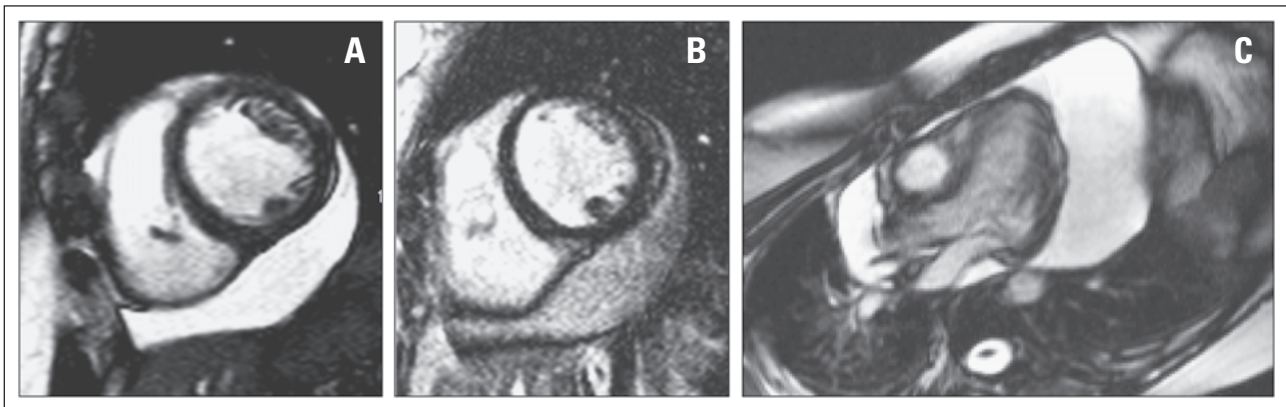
Kardiale Magnetresonanztomographie (A): Großer Erguss (Cine-Sequenz, TrueFisp); (B): Late Enhancement lateral und – angedeutet – septal (Flash-Sequenz); (C): Tamponierende Perikarderguss. Freundlicherweise zur Verfügung gestellt von Prof. Rominger, Prof. Klose, Abteilung für Radiologie, Universitätsklinikum Marburg.
